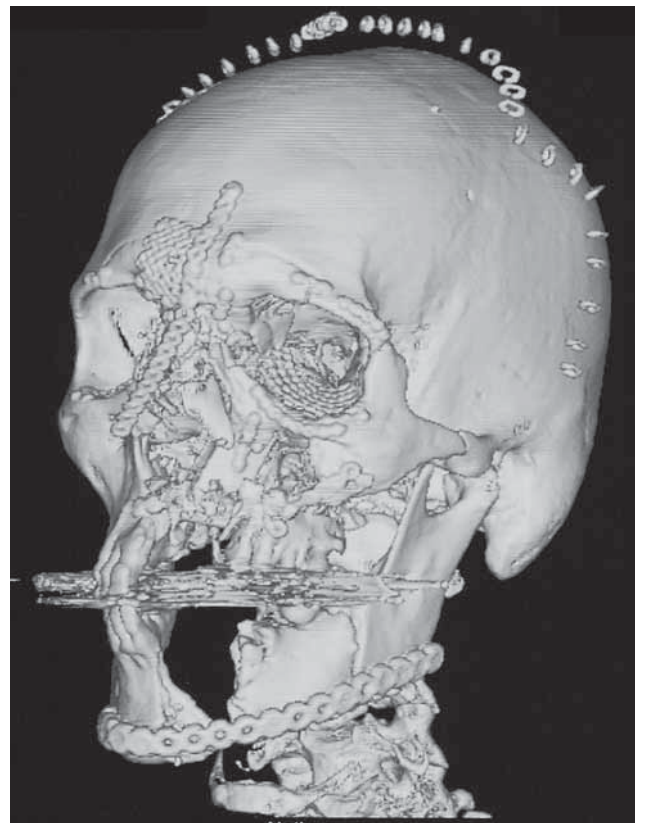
CT-Rekonstruktion nach kiefer- und gesichtschirurgischer Erstversorgung.
